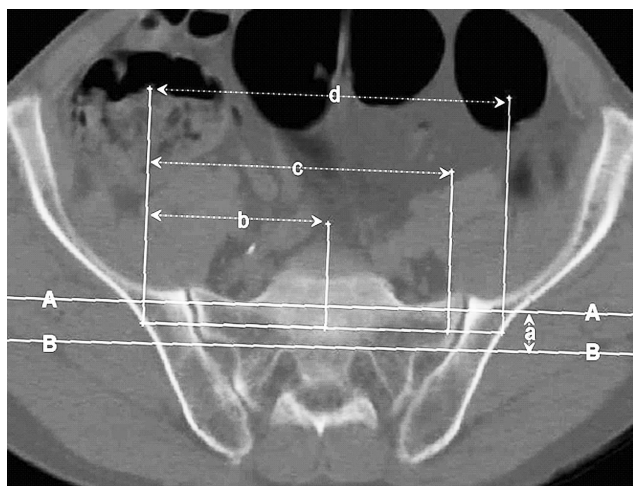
骨盆轴向 CT 扫描图像上测量骶髂螺钉钉道
